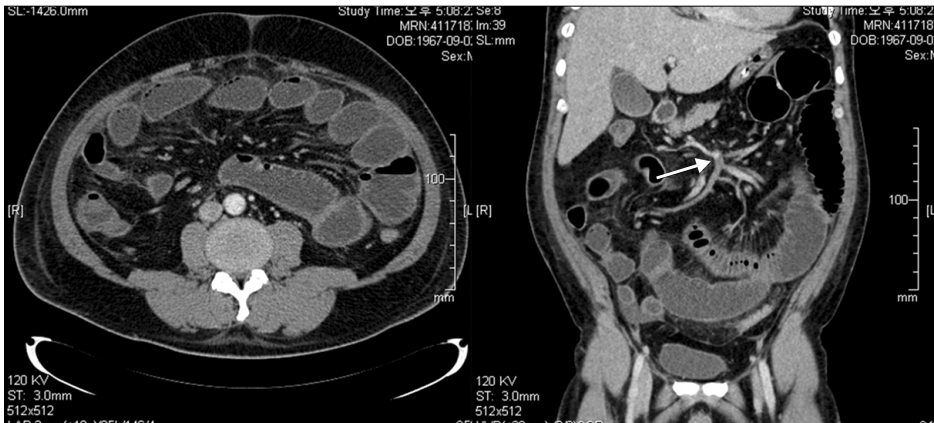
Abdominal computed tomography shows small bowel ischemic change with intestinal obstruction, caused by SMA thrombus occlusion.
